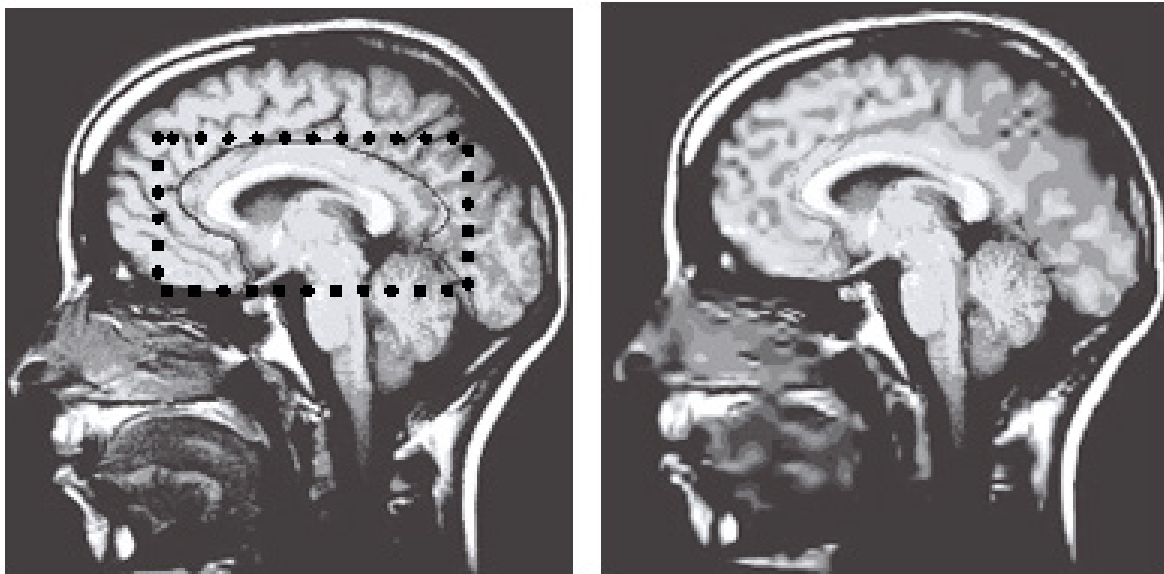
a) MRI original do cérebro com ROI; b) Imagem comprimida reforçada com codificação ROI.
